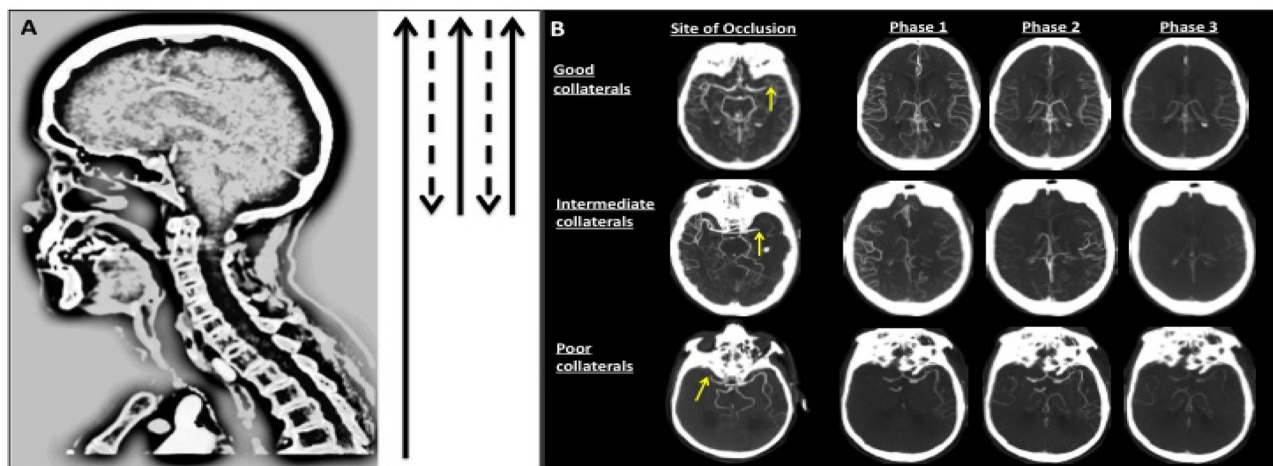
Multiphase CT angiography image, with each phase represented by an arrow. The first phase (long solid arrow) is conventional arch-to-vertex CT angiography. The next two phases (short solid arrows) are sequential skull base-to-vertex acquisitions performed in the midvenous and late venous phases. Dashed arrows indicate movement of the scanner in between image acquisitions. (Bijoy K. M et al. Radiology 2015; 275; 510-520.)
